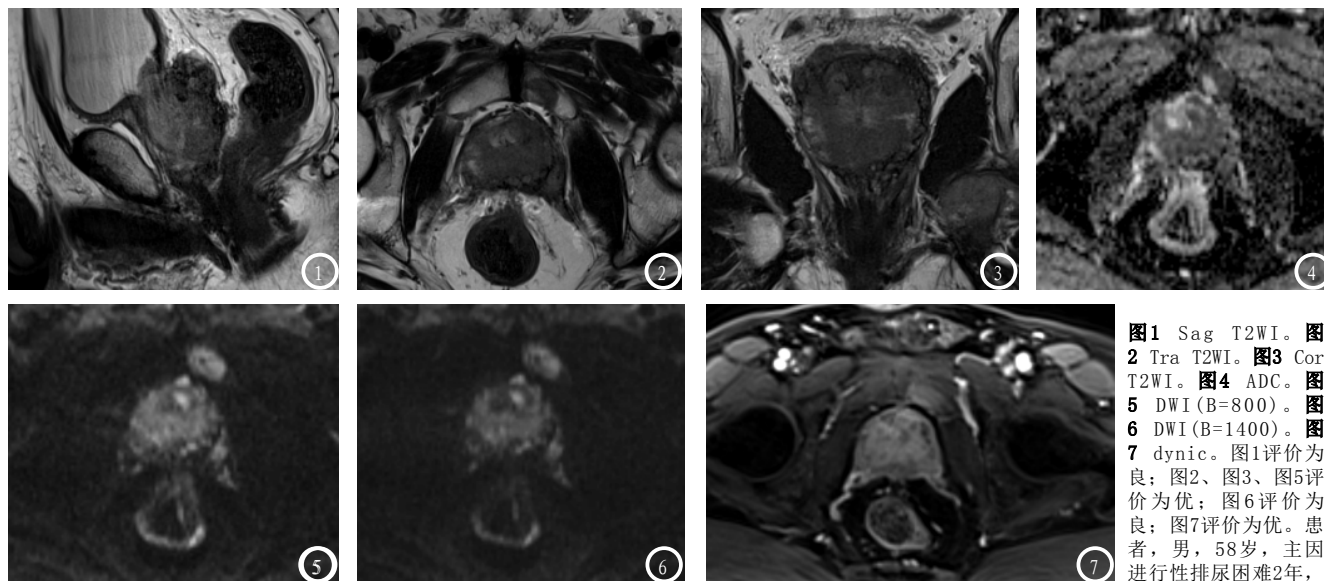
Sag T2WI。图2 Tra T2WI。图3 Cor T2WI。图4 ADC。图5 DWI (B=800)。图6 DWI (B=1400)。图7 dync。图1评价为良；图2、图3、图5评价为优；图6评价为良；图7评价为优。患者，男，58岁，主因进行性排尿困难2年，
